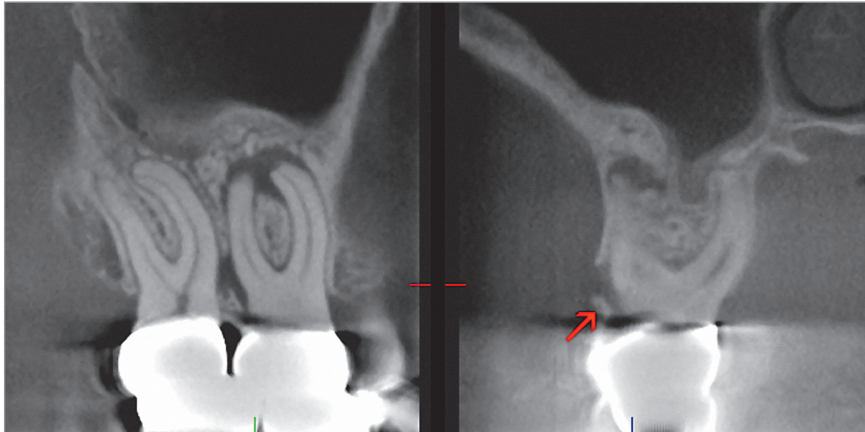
Dentale Volumentomographie einer periapikalen Osteolyse an Zahn 16 (links) mit Sequestrierung (roter Pfeil, rechtes Bild)
